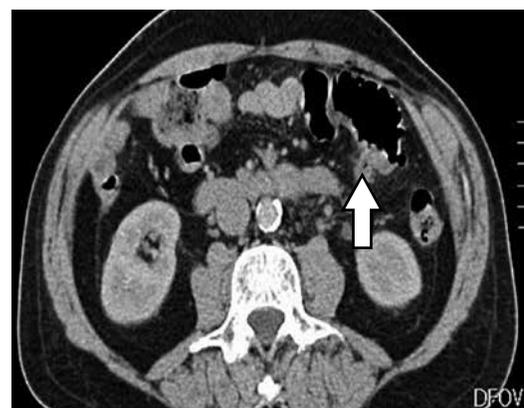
Error cometido durante la observación, categoría Satisfacción de búsqueda. La imagen muestra una diverticulitis (flecha) no advertida en el paciente con múltiples hallazgos en la TC.
